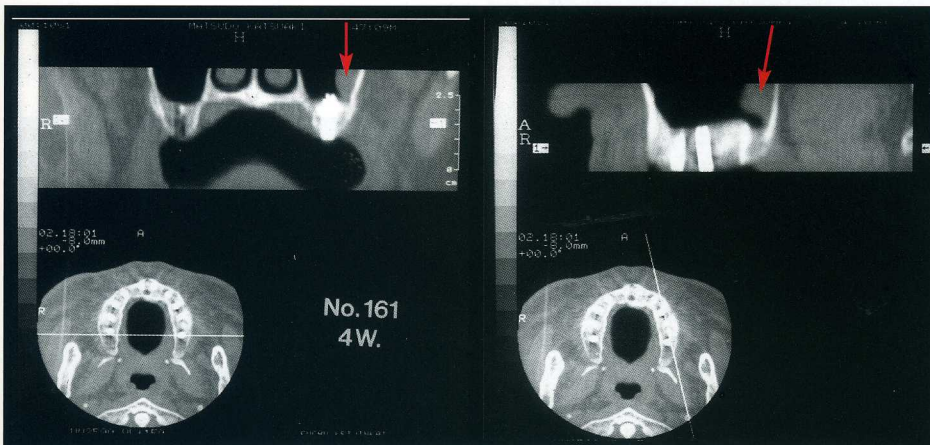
術後4週、短期後撮影のCT検査では左側上顎洞の外側壁および後壁に部分的な洞粘膜肥厚がみられた(矢印)。
